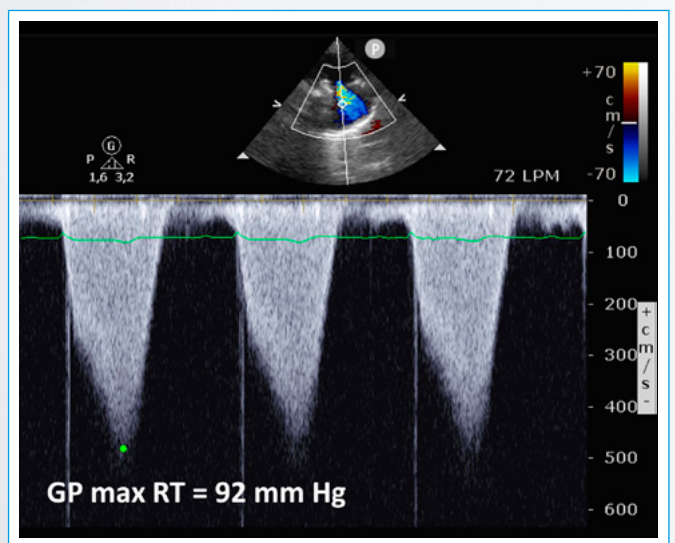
Doppler continuo a nivel de la válvula tricúspide. Se observa insuficiencia valvular tricuspídea de grado 2/4, estimándose una PAP de 103 mmHg
